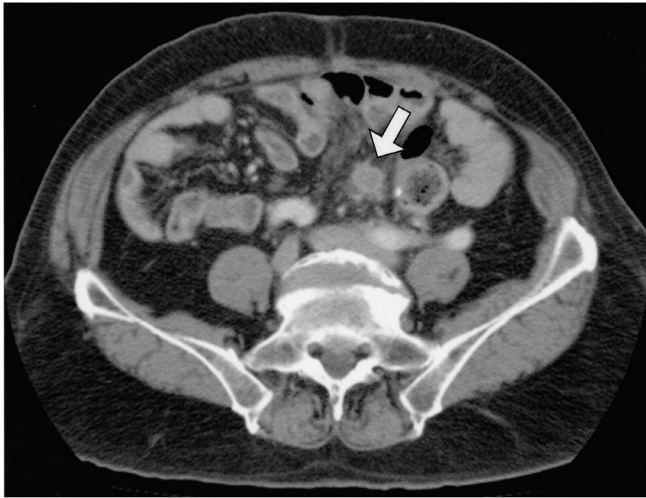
CT-scan demonstrates a recurrence lesion in the mesosigmoid.
